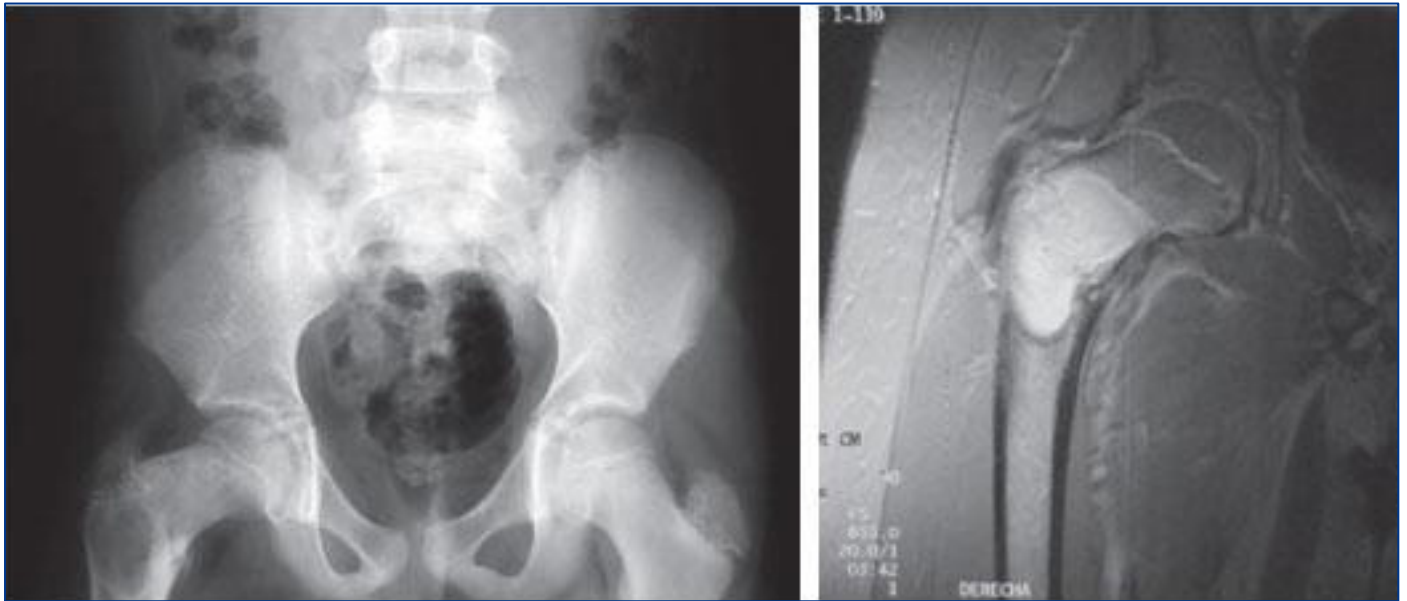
Niño de 11 años que acude por dolor en cadera derecha. En la radiografía simple se aprecia una imagen lítica central de bordes bien definidos y con reacción perióstica, en tercio proximal de fémur. La RM confirma la lesión de bordes bien definidos y compatible con displasia fibrosa asociada a fractura.
